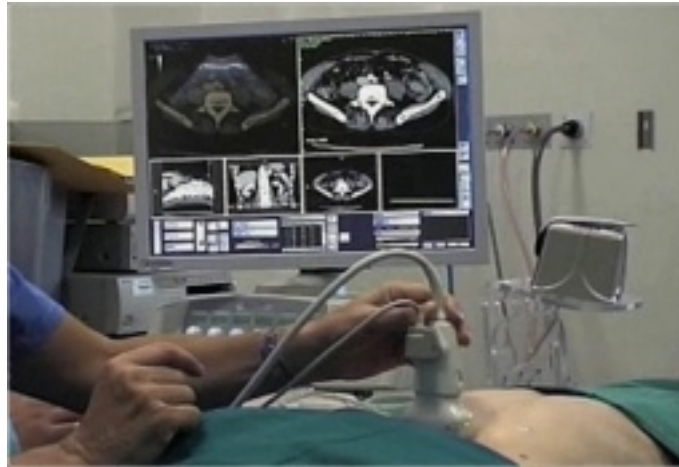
Initiale Registrierung von Ultraschall- und CT-Aufnahmen mit dem Virtual Navigator System von Esaote S.p.A. zu Beginn der Intervention. Quelle: Esaote Website http://www.esaote.com/media/video/020_System.mov
